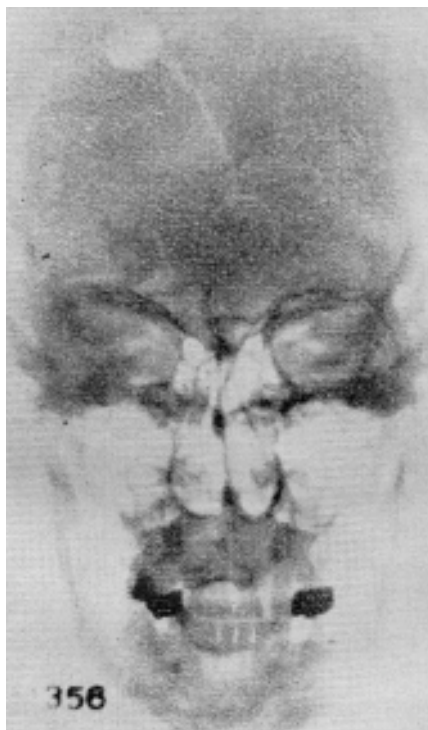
Radiografía craneana de frente, luego de la intervención, mostrando la situación y amplitud del colgajo, su descenso hasta la vecindad de los senos frontales, sin abrirlos, y la autoplastia, con los discos óseos en los orificios de trepanación frontales.
